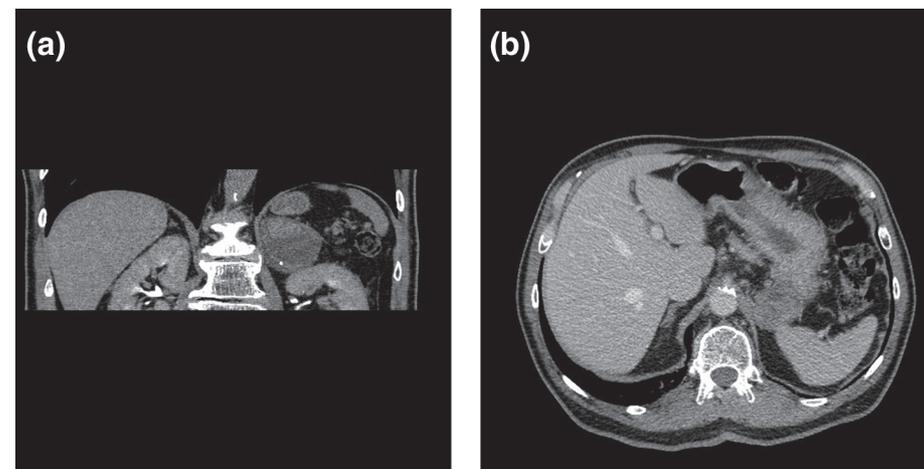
TC con protocolo de masa suprarrenal (con y sin contraste) que nuevamente demuestra masa suprarrenal izquierda heterogénea con lavado indeterminado. a, vista coronal. b, vista axial.
